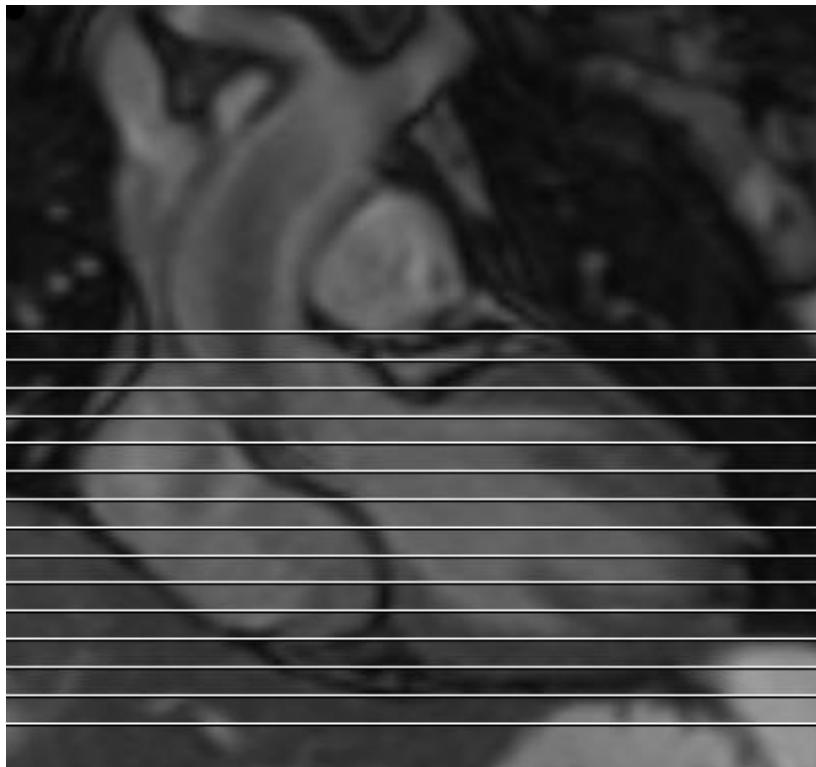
Koronares MRT Bild, in welchem die axialen Schichten geplant werden.
